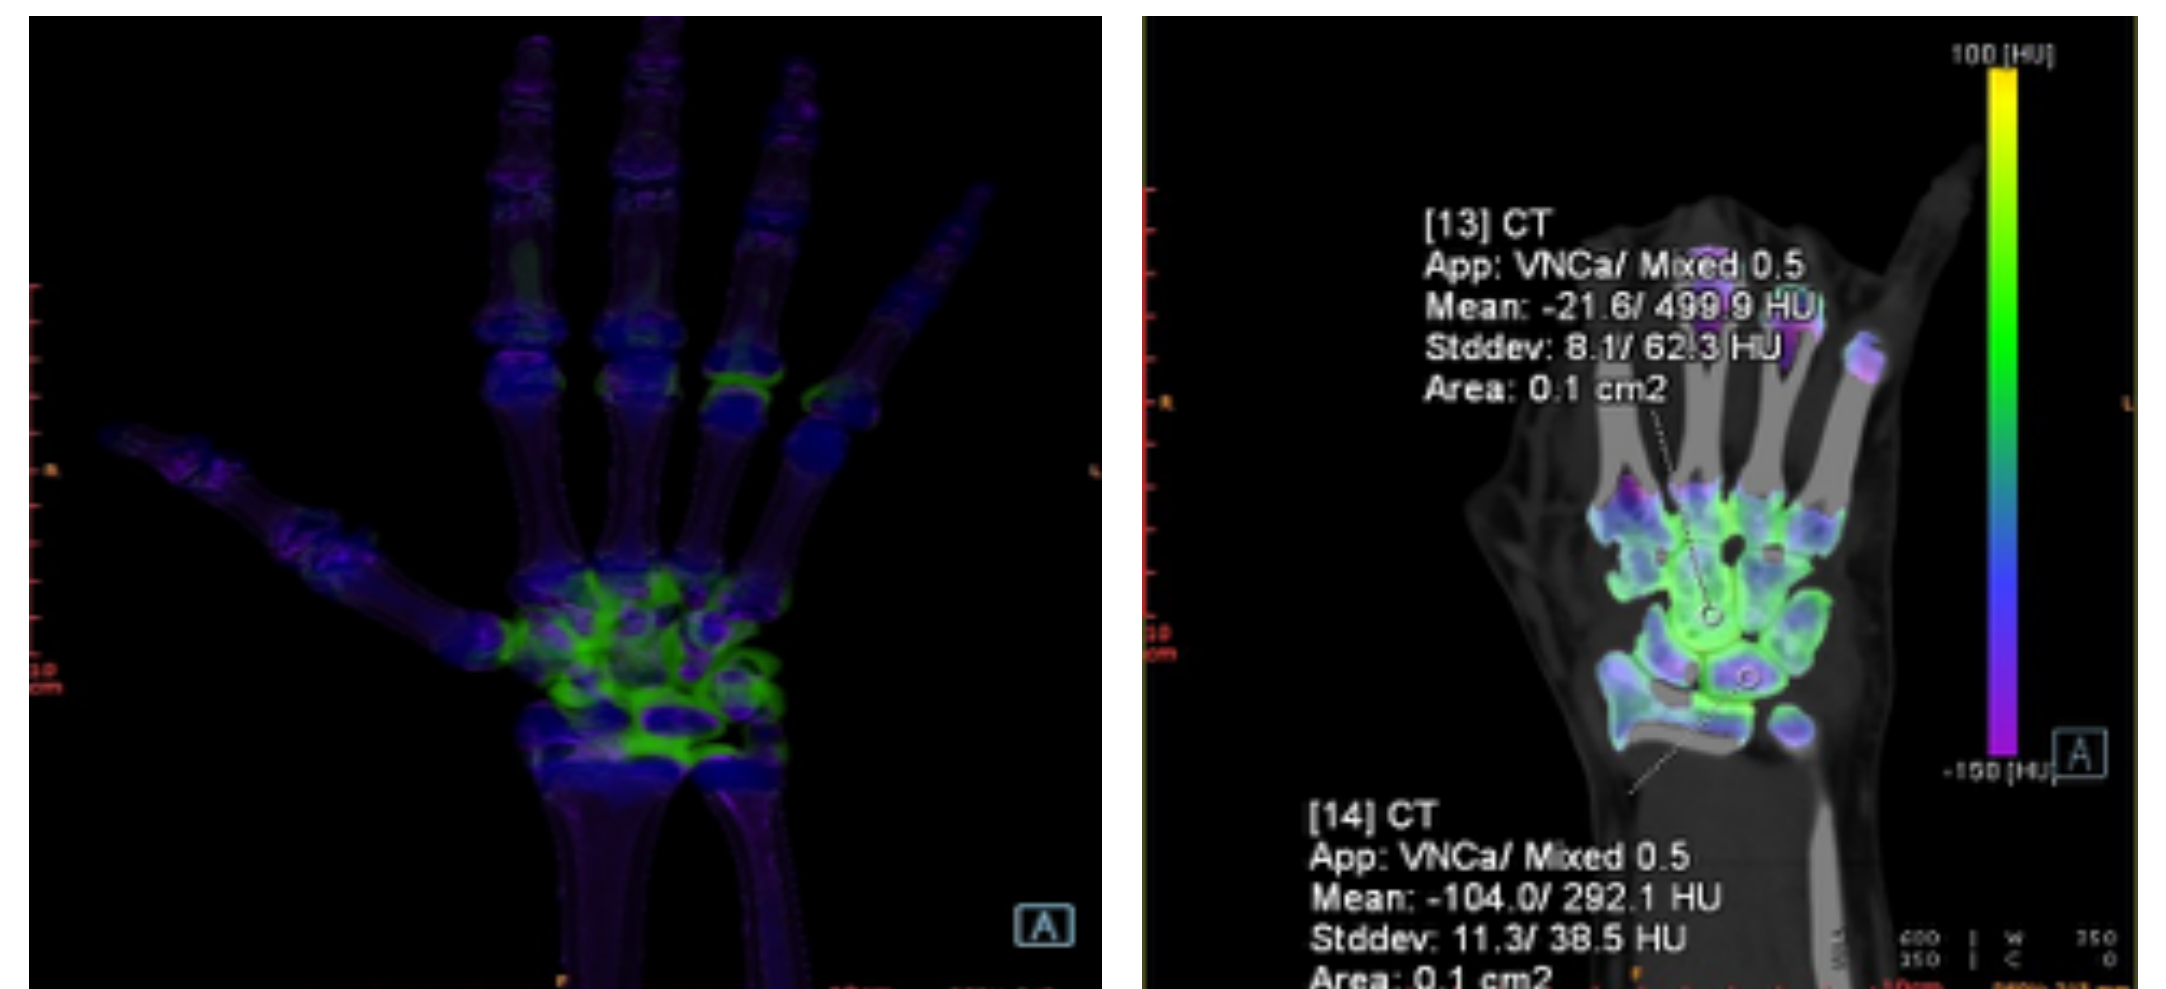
Dual Energy CT. Paziente con artrite reumatoide. Tecnica di valutazione qualitativa (A) e quantitativa (B). La tecnica "virtual non-calcium-subtraction" consente la visualizzazione dell'edema intraspongioso a livello delle ossa carpali, rappresentato di colore verde alla codifica di colore. Il software dedicato permette il calcolo preciso dei valori di attenuazione da riferire all'edema nella regione di interesse (ROI): -21.6 HU.
